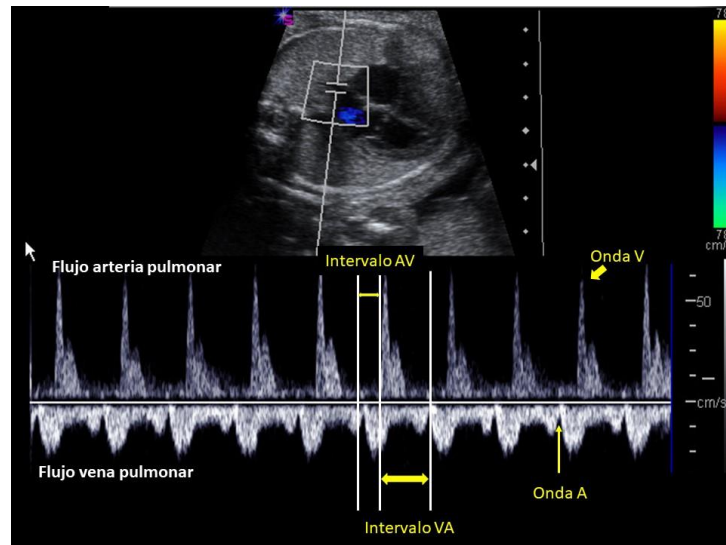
Doppler pulsado vena-arteria pulmonar. En la parte superior del trazado se identifican las ondas V, que se corresponden con el flujo de la arteria pulmonar. En la parte inferior del trazado se visualizan las ondas A de la vena pulmonar, que coinciden con el momento del ciclo en el que la sangre tiene menor velocidad en la vena (contracción auricular).
